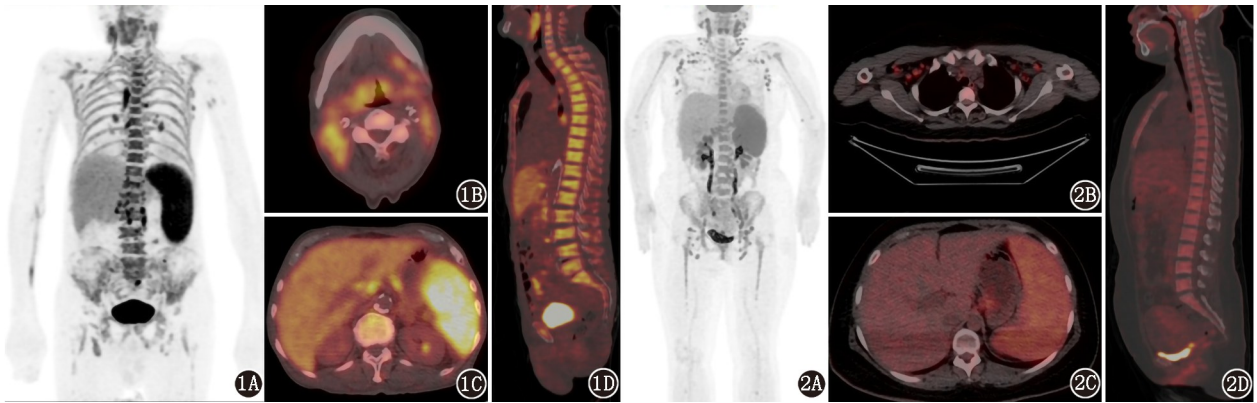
弥漫性大 B 细胞淋巴瘤继发噬血细胞性淋巴组织细胞增生症 (HLH) 患者 (男, 58 岁) ^{18}F -FDG PET/CT 显像图。1A. 最大密度投影 (MIP) 图示全身多发异常 FDG 摄取增高灶; 1B. 颈部 PET/CT 显像示颈部双侧多发淋巴结, 边界欠清, 相互融合, 不对称, SUV_{max} 11.7; 1C. 腹部 PET/CT 显像示脾增大, SUV_{max} 10.2, 肝脏弥漫性 FDG 摄取增高, SUV_{max} 4.6; 1D. 全身 PET/CT 显像示中轴骨明显 FDG 摄取增高, SUV_{max} 6.9 图 2 成人 Still 病继发 HLH 患者 (女, 24 岁) ^{18}F -FDG PET/CT 显像图。2A. MIP 图示全身多发轻中度 FDG 摄取增高灶; 2B. 颈部 PET/CT 显像示双侧腋窝多发淋巴结, 边界清晰, 分布对称, 部分可见正常淋巴门结构, SUV_{max} 3.8; 2C. 腹部 PET/CT 显像示脾增大, SUV_{max} 6.9; 2D. 全身 PET/CT 显像示中轴骨轻度 FDG 摄取增高, SUV_{max} 4.0
